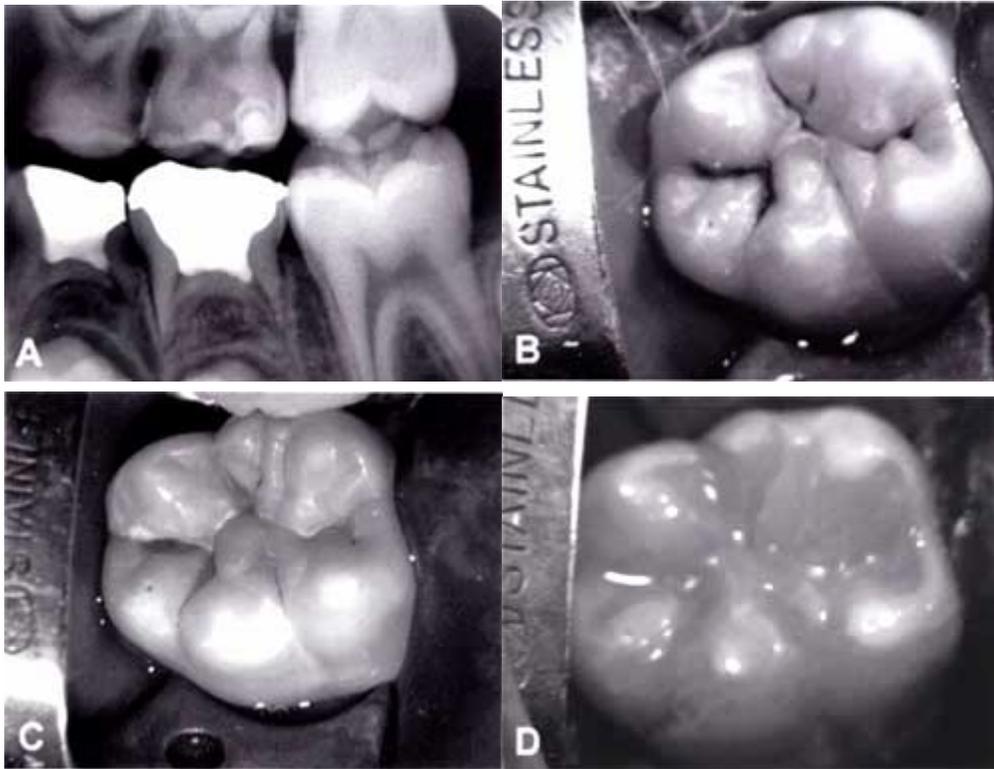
A) radiografía periapical del diente 46, B) utilización del aparato de aire abrasivo en el diente 46 con lesión de caries C) aspecto de la cavidad después de la preparación, D) restauración final.
